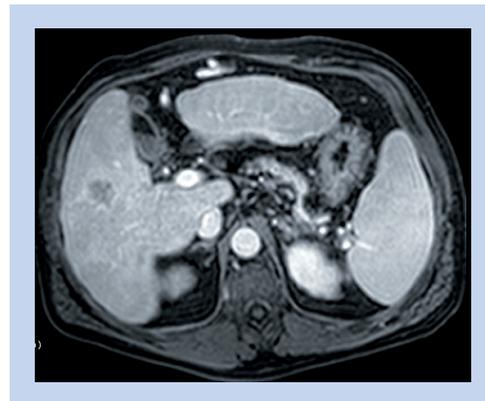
Hepatocolangiocarcinoma en el segmento V hepático. El diagnóstico se sospechó en la resonancia y se confirmó mediante biopsia.
